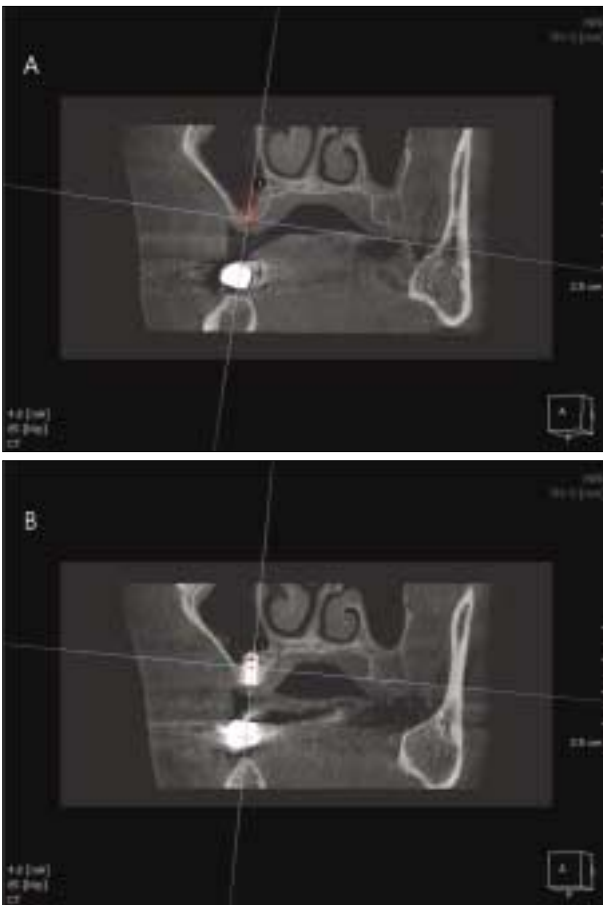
Cross-sectional CT image of the designated implant site.
